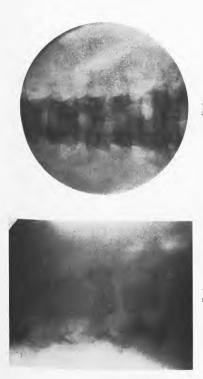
Fol .. Lankonne, 13 ans. Mal de Pott Ismbalier. La destruction s'est dendue au corps de L2. Le disque qui sépare 12 et L3 a en partie dispara. L'aspect radiographique desient maintement cerectéristique d'un mal de Pott. Radosy, profit et foce du 25 juin 1926.
